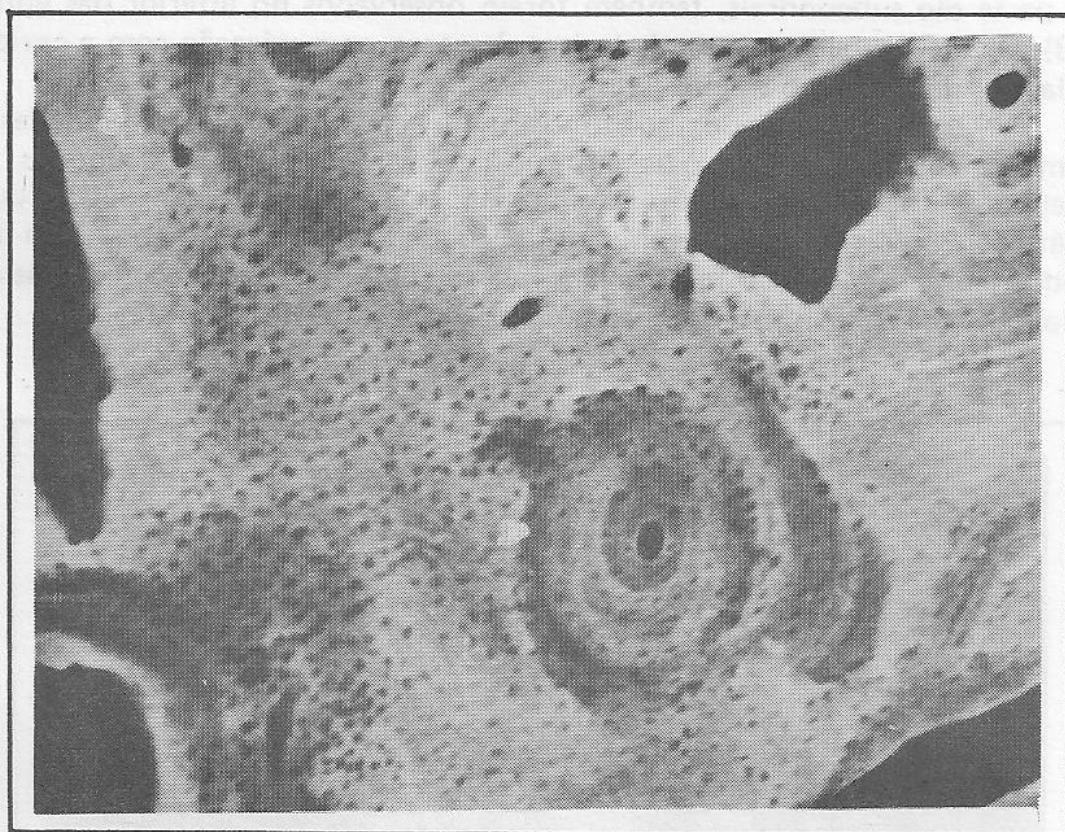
Áreas de reabsorção óssea periosteocitárias, colocadas em evidência pelo método da Microhistorradiografia.
